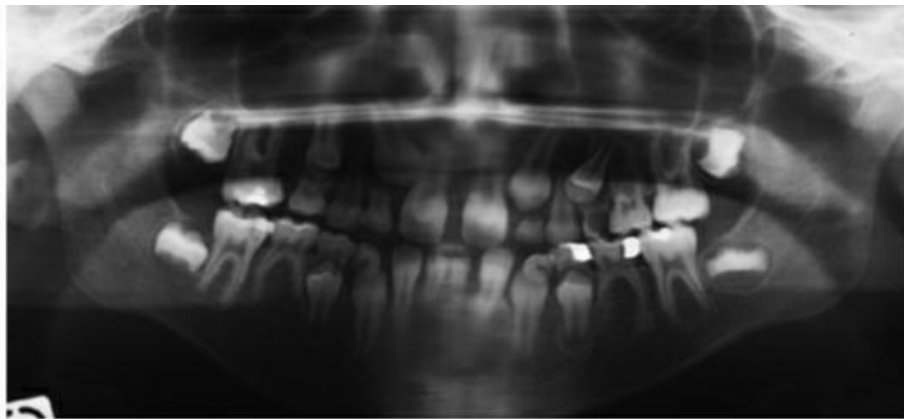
Radiographie panoramique dentaire⁽¹⁵⁾.
